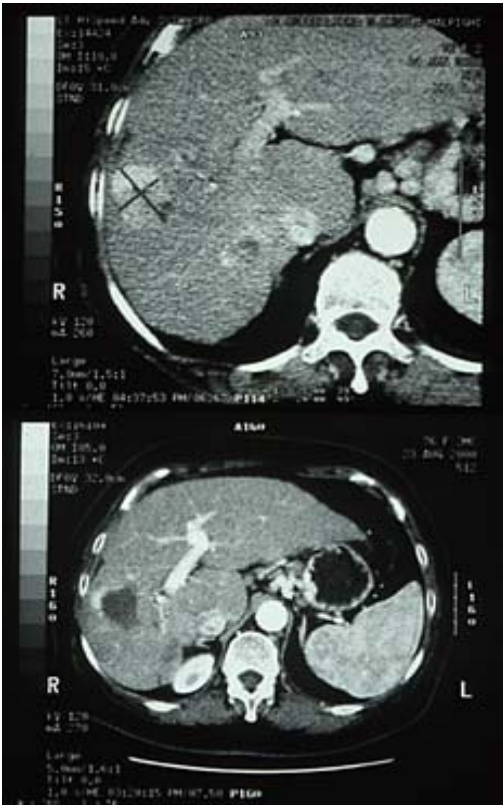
L'efficacia del trattamento può essere verificata mediante la TC spirale. Nell'immagine riportata in alto, il nodulo di epatocarcinoma appare iperintenso in fase arteriosa. Dopo il trattamento di termoablazione con radiofrequenze si osserva l'assenza di *enhancement* del contrasto, che corrisponde all'area di necrosi, con la persistenza di una porzione di attività residua periferica.
